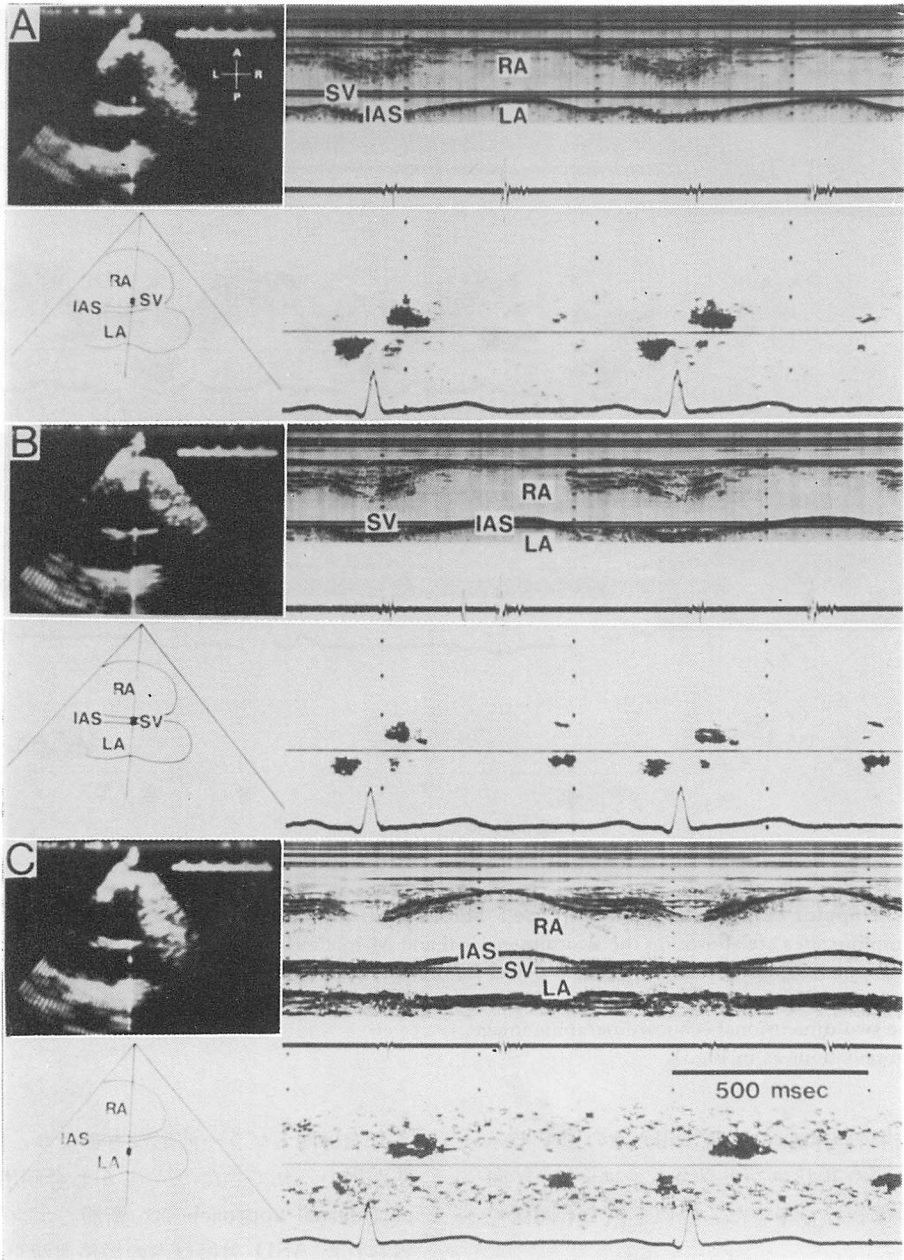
Doppler echocardiogram in a 28-year-old healthy male.
